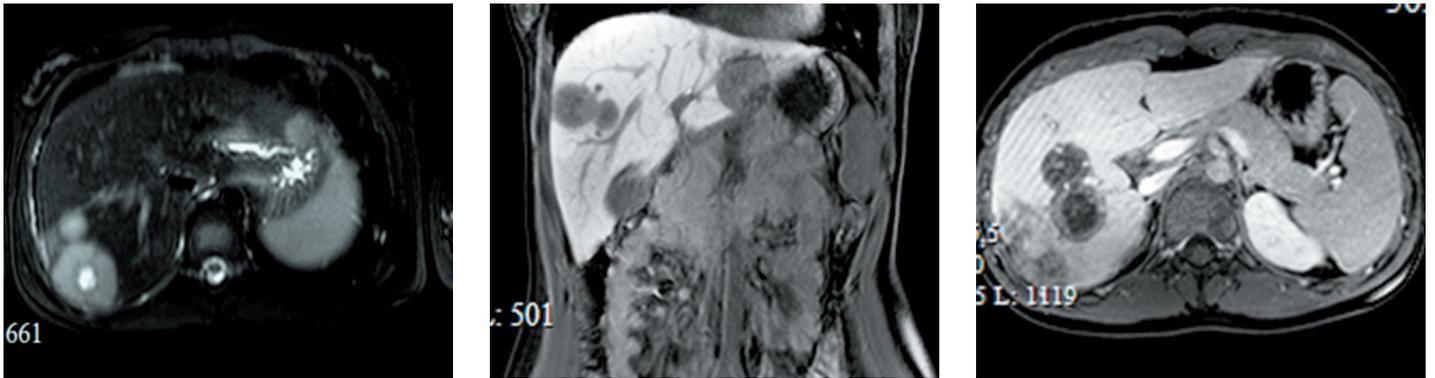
Магнитно-резонансная томография пациентки 7, 20 лет, с множественными билатеральными гемангиоэндотелиомами печени и легких. Диагноз подтвержден при пункционной биопсии очага в печени
